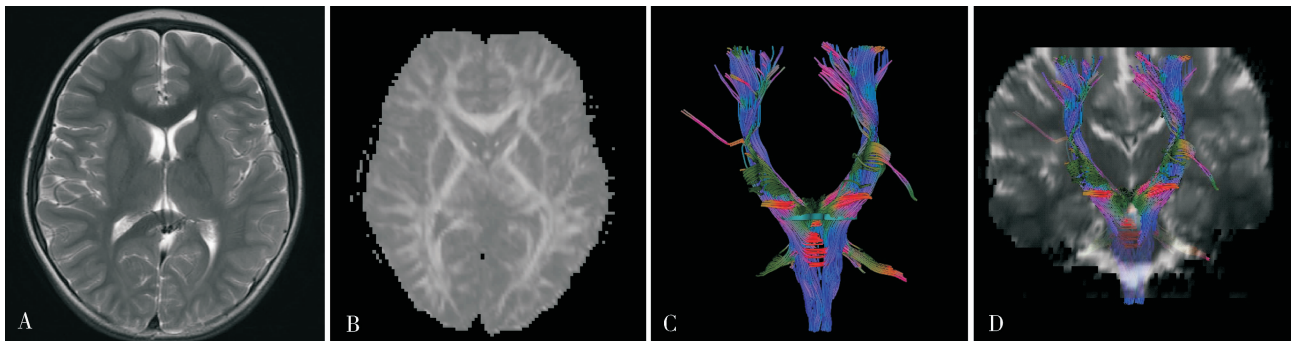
正常儿童常规颅脑MRI及DTI图(男性,24个月)
